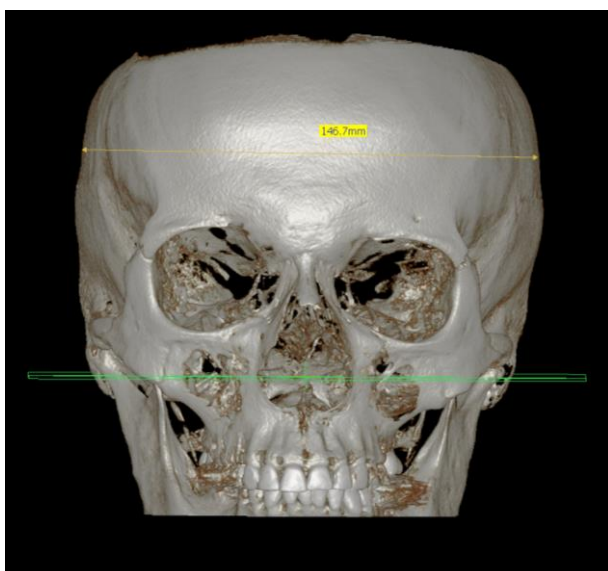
Вычисление головного указателя по компьютерной томографии (женщина): $146,7:172 \times 100 = 85,29$.
